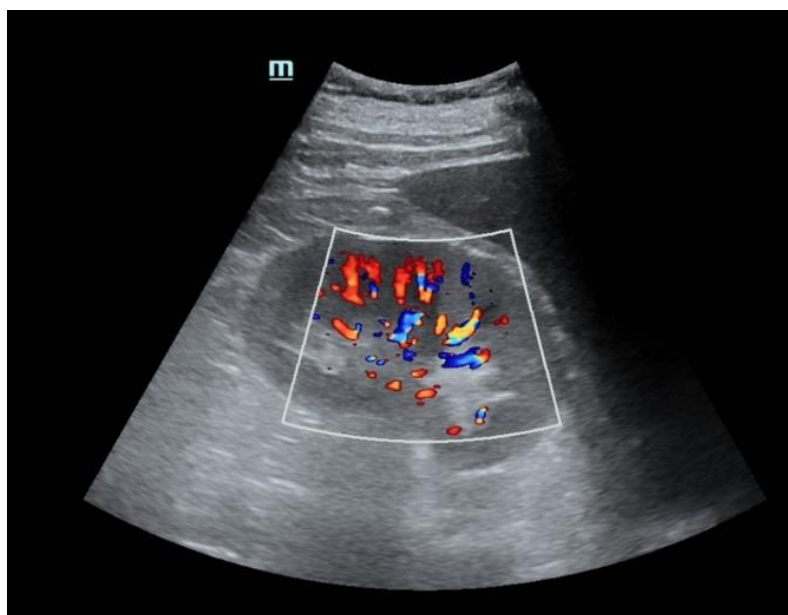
Проведение УЗИ в режиме ЦДК с качественной оценкой почечной, сегментарных, междольковых, дуговых и междольковых артерий.
